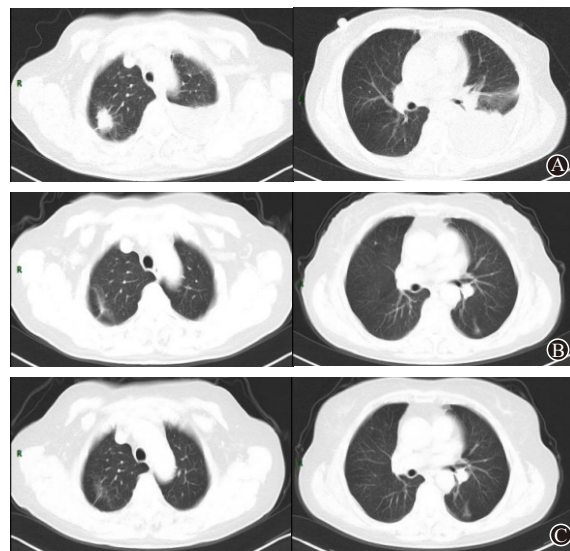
胸部CT平扫: A为2020年3月12日平扫结果, 与2020年2月22日胸部CT(见图1)比较, 右上肺团块较前吸收, 伴游走, 左下肺见胸腔积液; B为2020年4月24日平扫结果, 双肺病变, 较前明显吸收, 右上肺见纤维化条索; C为2020年11月26日平扫结果, 右上肺、左下肺见纤维化条索
